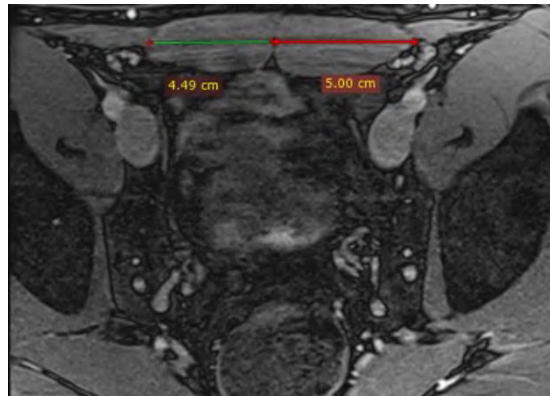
Різниця ширини черевців прямого м'язу живота праворуч та ліворуч на магнітно-резонансній томографії у професійного футболіста зі спортивною грижею. ( $p=0,01$ ).
